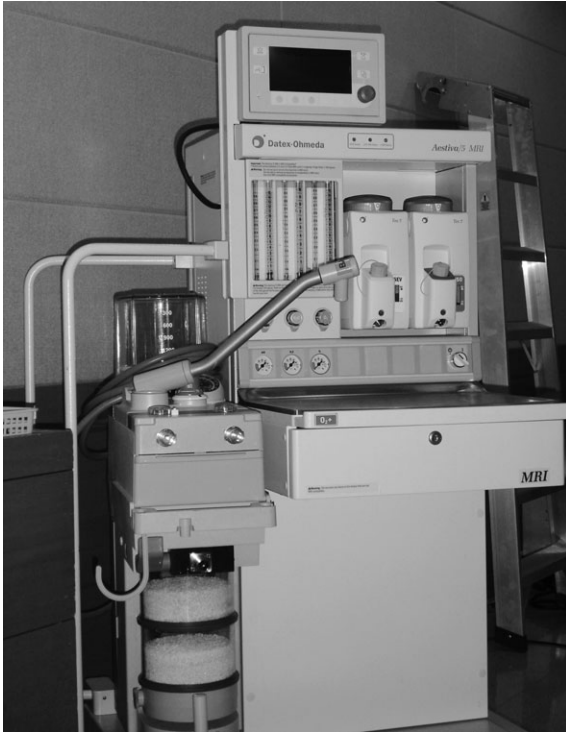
MRI-compatible anesthesia machine.
